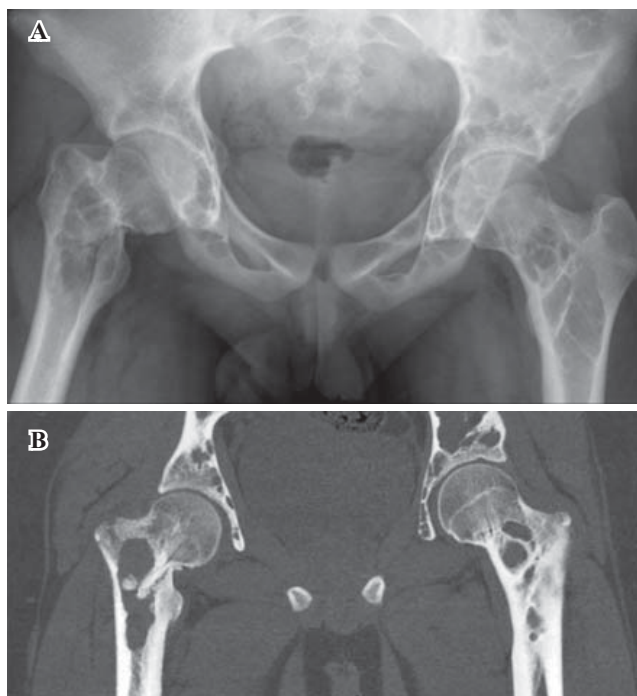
A) Radiografía simple anteroposterior de pelvis. Imágenes líticas, multifocales, bien definidas, con lesión en cadera derecha. B) Corte coronal de TC de pelvis y caderas. Lesiones óseas quísticas múltiples con fractura patológica basicervical de cadera derecha.
